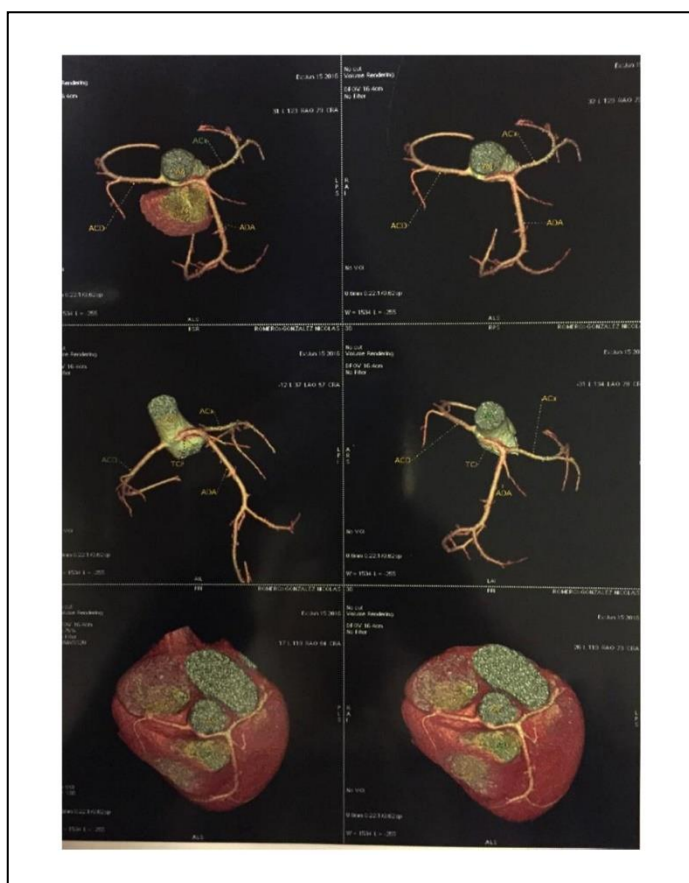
Angiotomografía coronaria. Se observa que el tronco coronario izquierdo nace del seno coronario derecho en forma independiente al nacimiento de la ACD, con un trayecto intramural (tangencial a la pared de la aorta) e intraarteria, transcurriendo entre la arteria pulmonar y la aorta.
